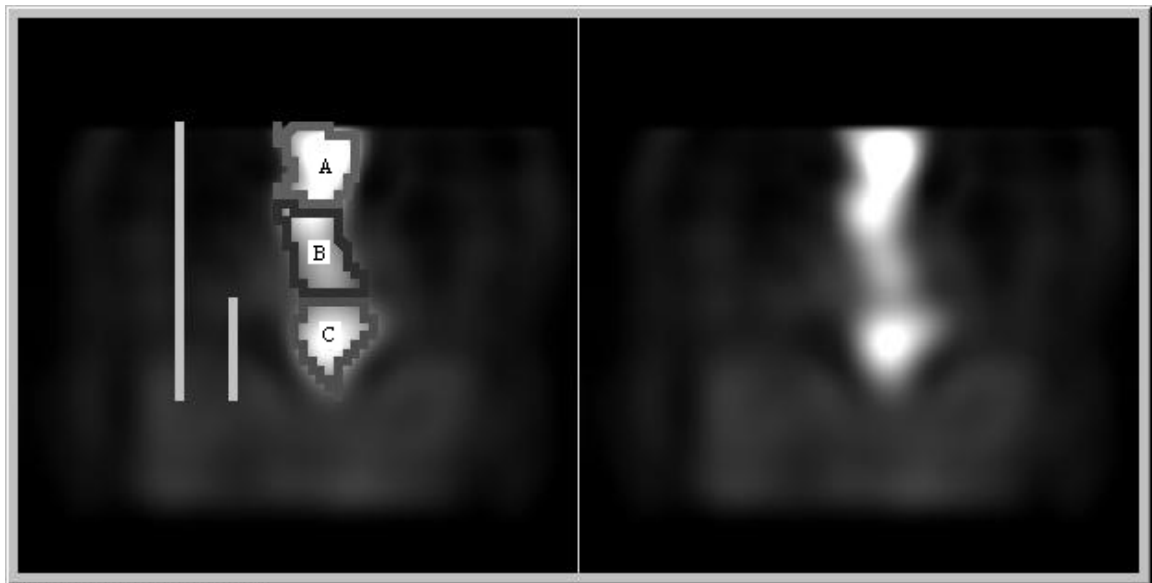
Visão ântero-posterior do tubo gástrico segmentado pelo SPECT com réguas total e parcial à esquerda.
